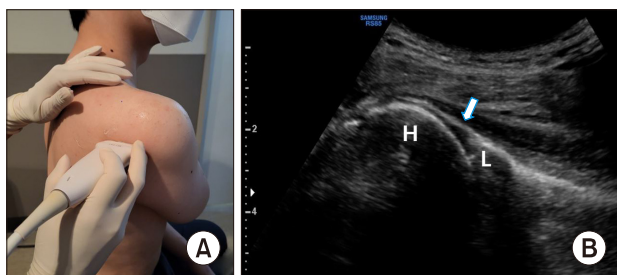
Ultrasound-guided glenohumeral joint injection with the posterior approach. (A) The patient can be in a sitting position or in prone position. the probe is placed on the posterior joint recess parallel to the long axis of the infraspinatus muscle. (B) The corresponding ultrasound image. H: humeral head, L: labrum of the scapula, arrow: superior capsule of glenohumeral joint.
